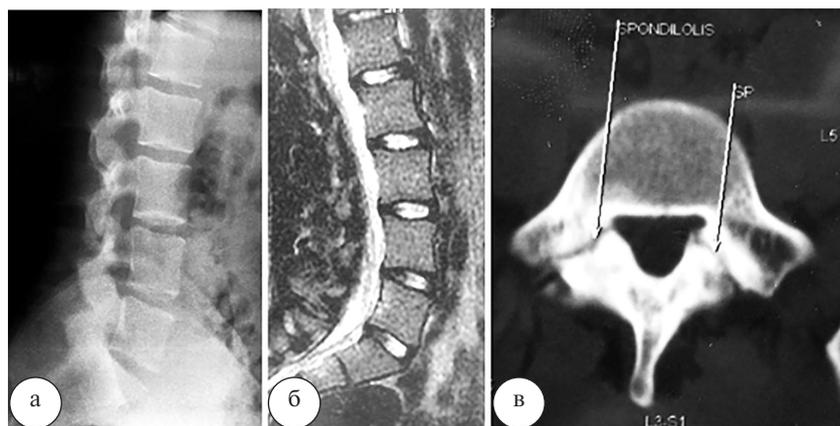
Рентгенограмма (а) и МР-томограмма (б) поясничного отдела позвоночника в боковой проекции, компьютерная томограмма L5 позвонка в аксиальной проекции (в) пациента О. до операции
